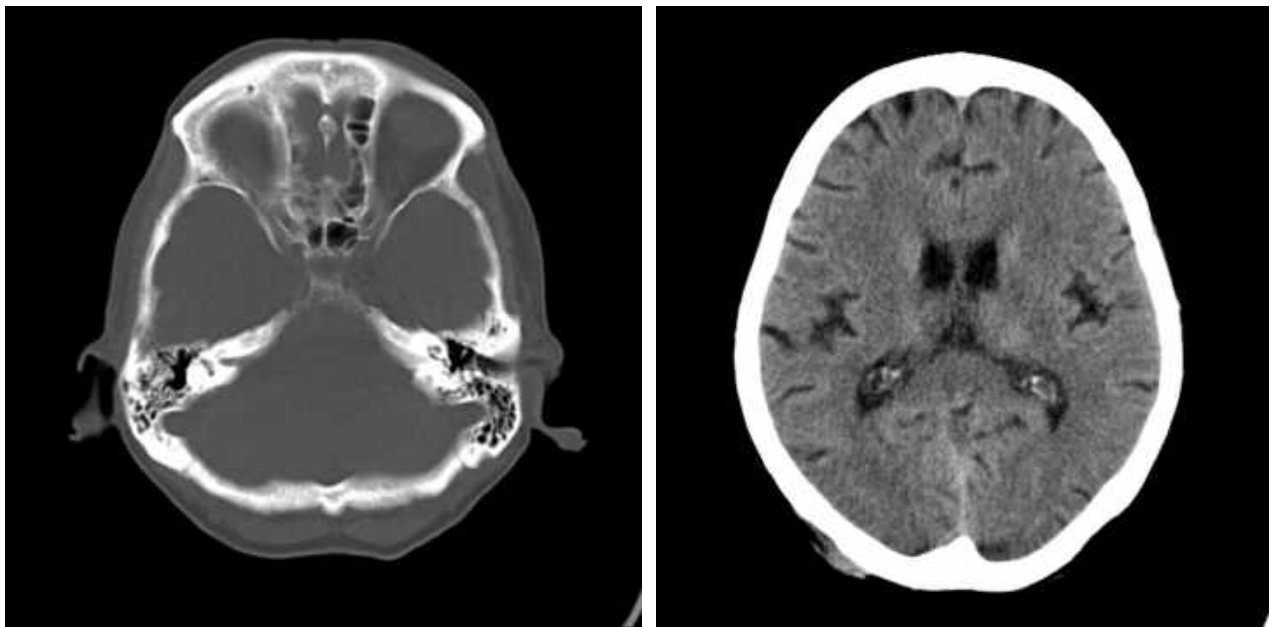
КТ голови, аксіальна проекція. Спостереження №112. Хвора Г-ик, 1963 р.н., історія хвороби №160432.
